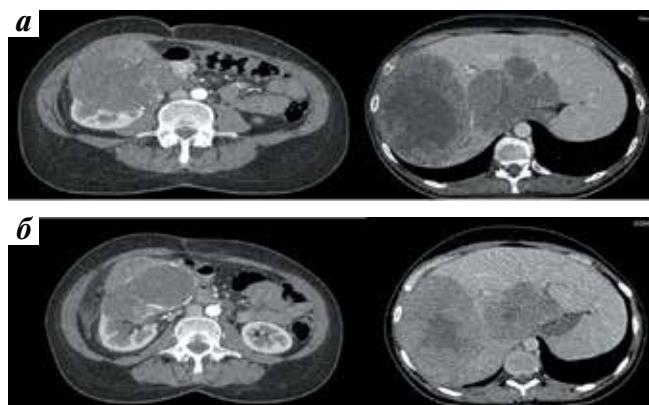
Мультиспиральная компьютерная рентгеновская томография: а — опухоль правой почки с метастатическим поражением печени и ее ворот; б — после 3 курсов терапии сорафенибом
